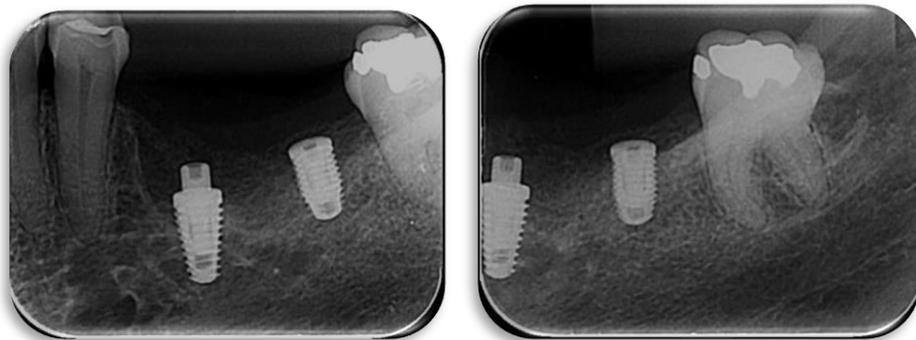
Radiografia periapical pós instalação implantes.
